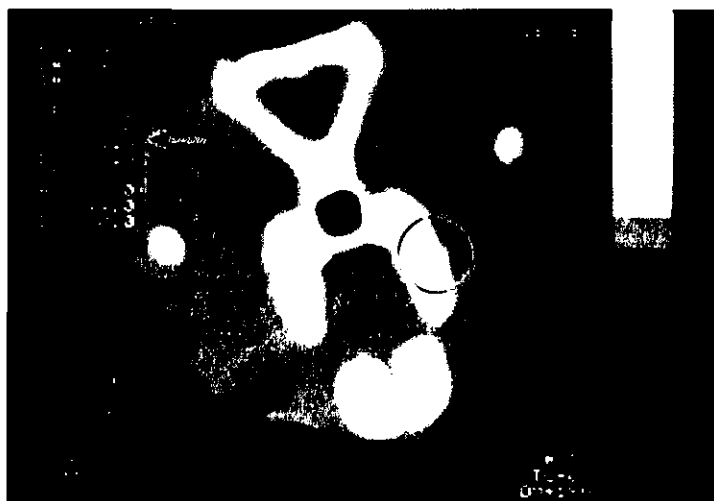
Imagen de TAC que muestra la densidad obtenida de M2 en la cavidad A (flecha). El círculo señala la cavidad experimental para análisis densitométrico.
